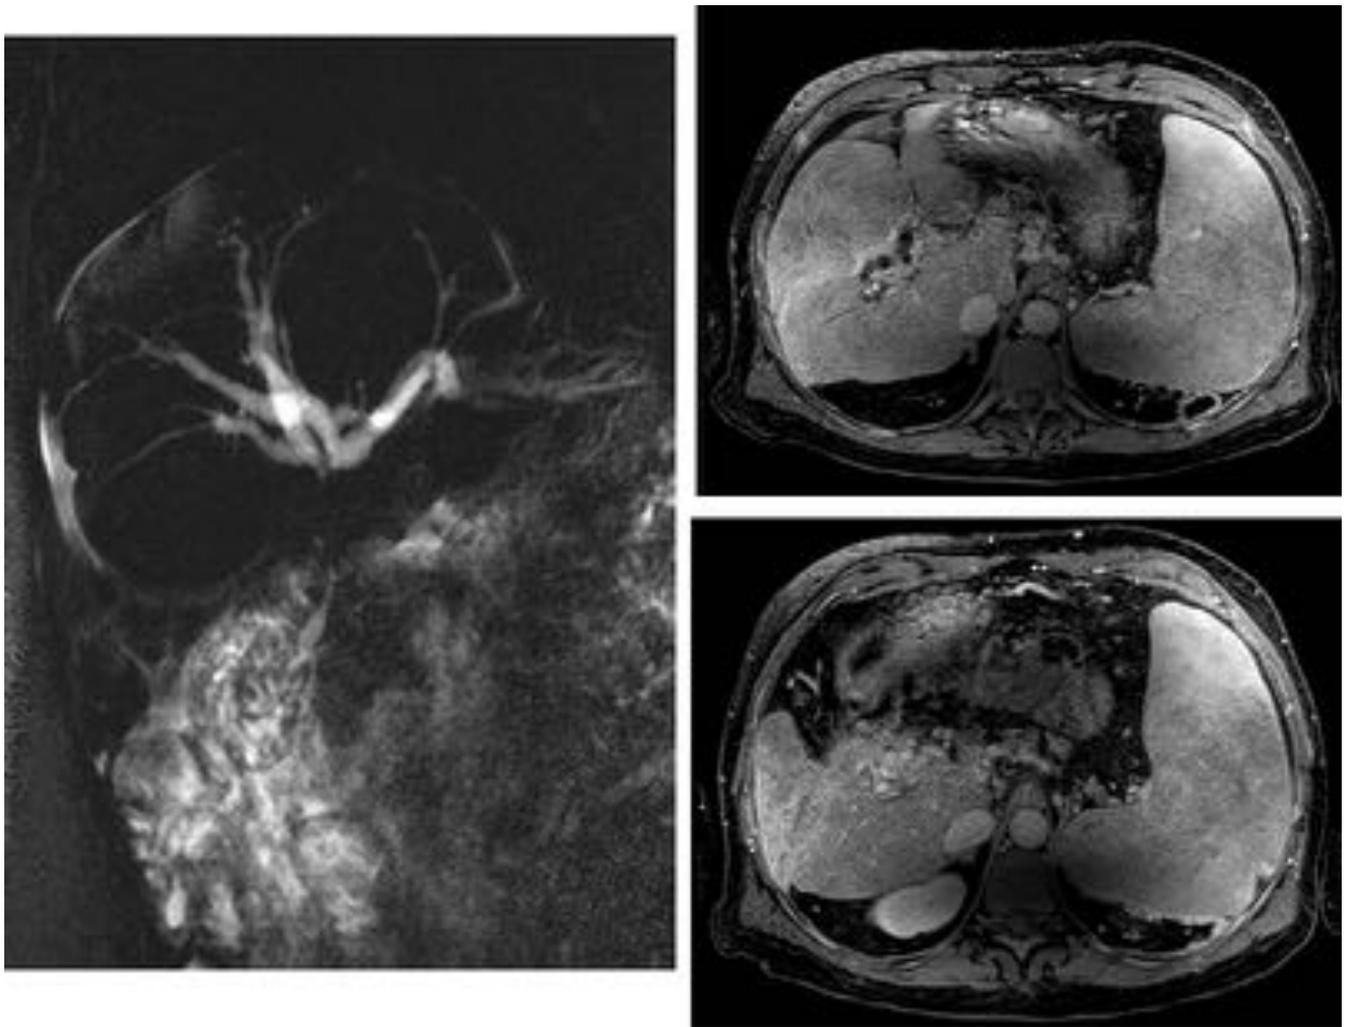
Paciente con hepatopatía crónica evolucionada con trombosis portal conocida. Presenta alteración de las pruebas de función hepática de perfil colestásico. Imágenes del estudio dinámico y colangio RM. En la colangio RM se confirma la dilatación de la vía biliar intra con la extra de calibre filiforme. En el estudio dinámico se observa una cavernomatosis portal extensa que rodea la vía biliar, sin otra causa que justifique la dilatación.
